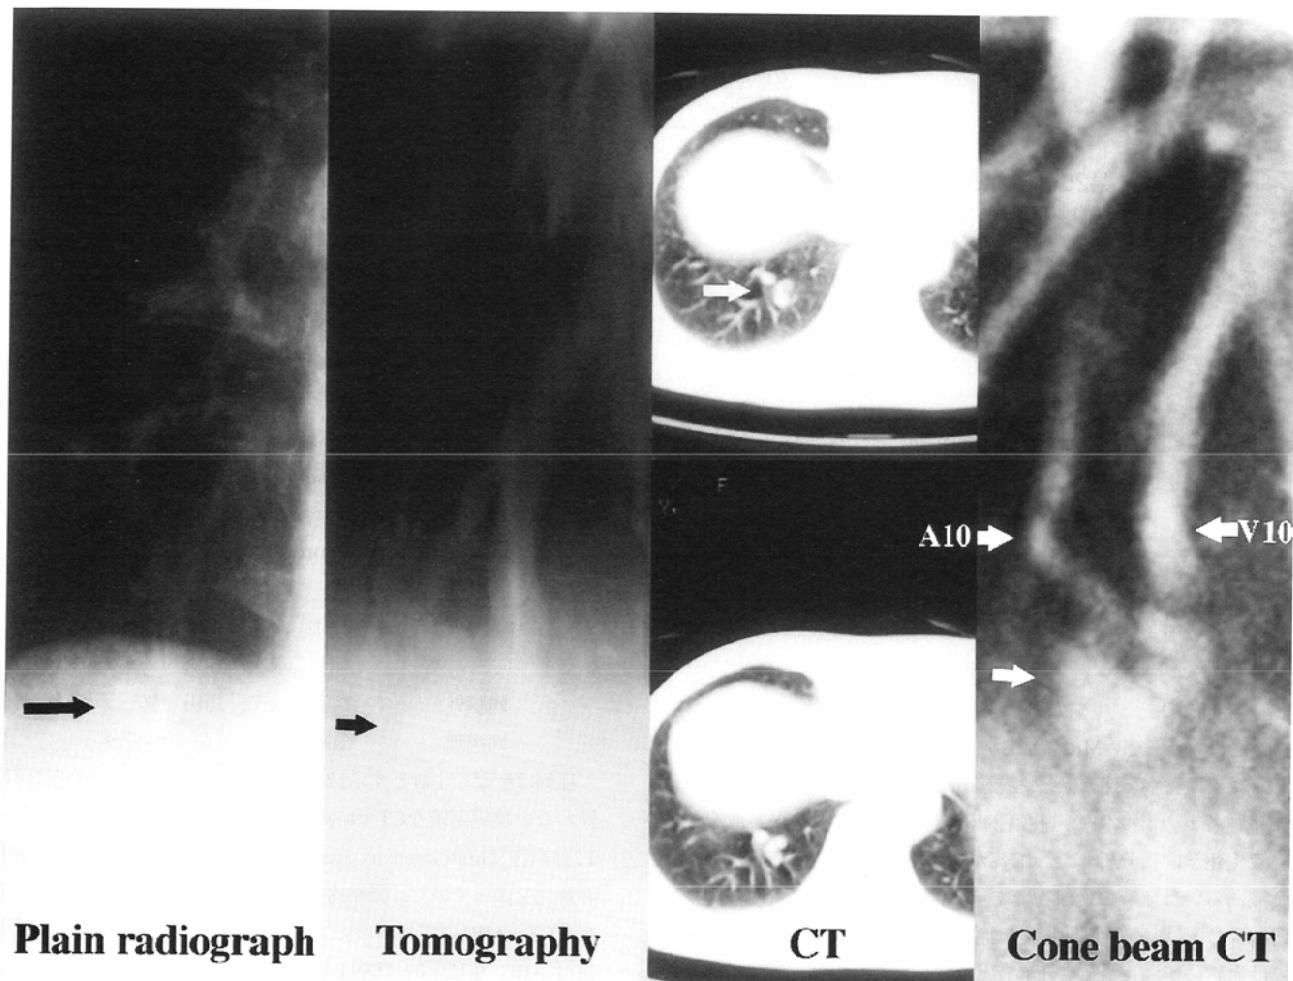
Case3. Anatomy of pulmonary arteriovenous fistula were well demonstrated on the cone beam CT. Arrows point to artery(A10) and draining vein(V10).
